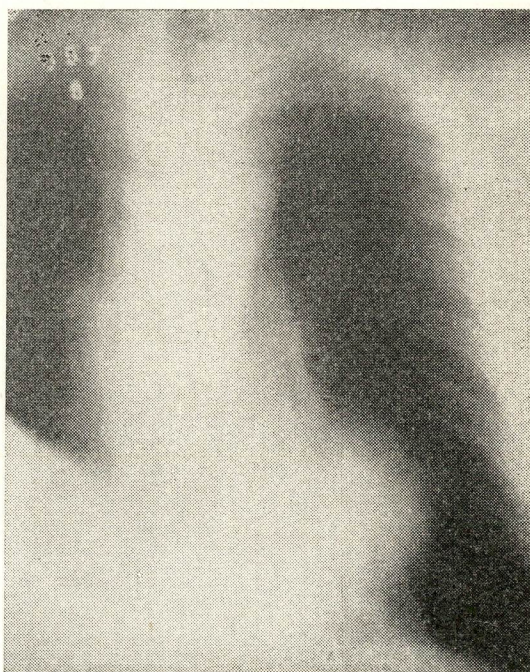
Tomografia em 15-9-60. Mostrando claramente a existência de tumor metastático do lobu inferior do Pulmão Esquerdo.
